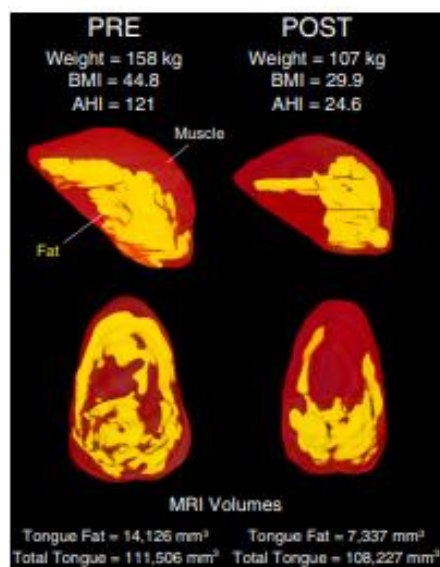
Volume de língua baseado em ressonância magnética antes e após cirurgia bariátrica
